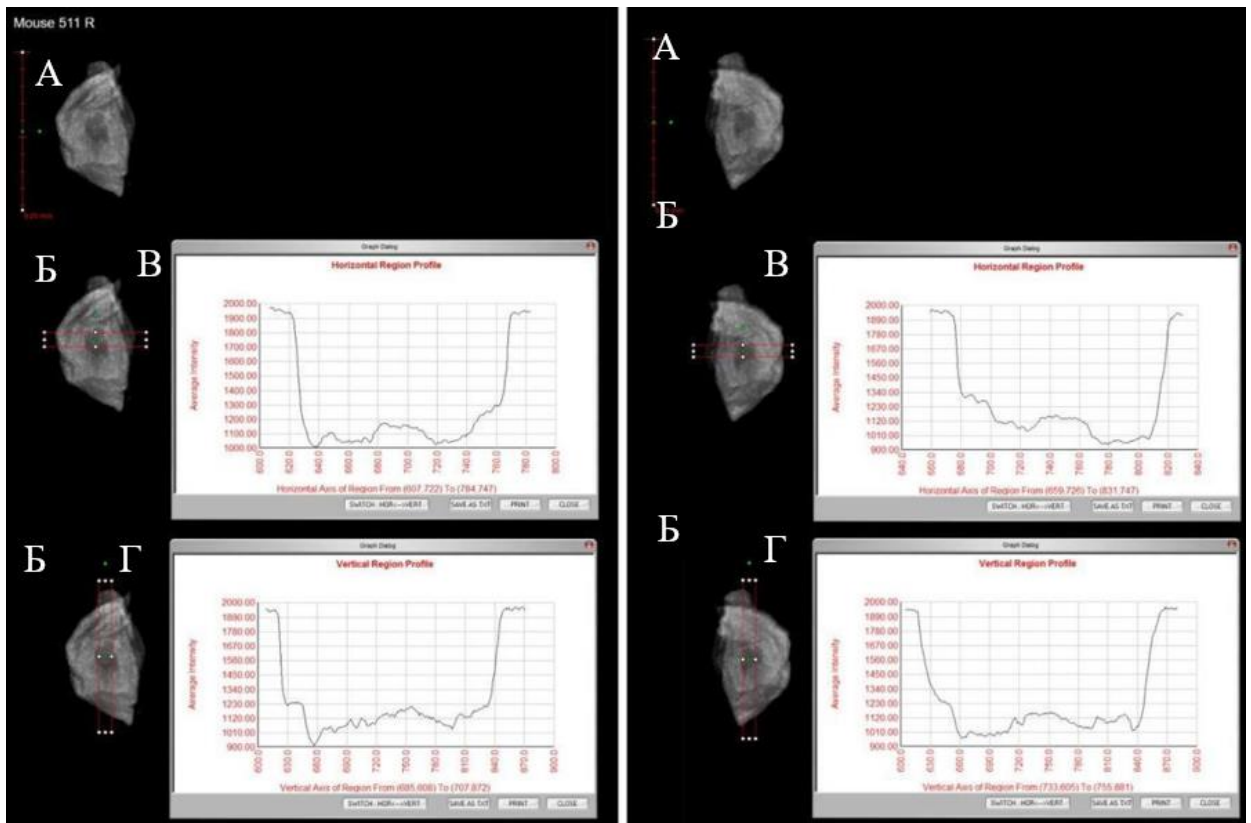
Рентгенографічне зображення імплантованого кісткового скафолдута профілі інтенсивності сигналу – протокол № 1 (Triton X-100, 12 год): А – загальний вигляд імплантату; Б – область аналізу інтенсивності (ROI); В – горизонтальний профіль інтенсивності рентгенівського сигналу; Г – вертикальний профіль інтенсивності рентгенівського сигналу
